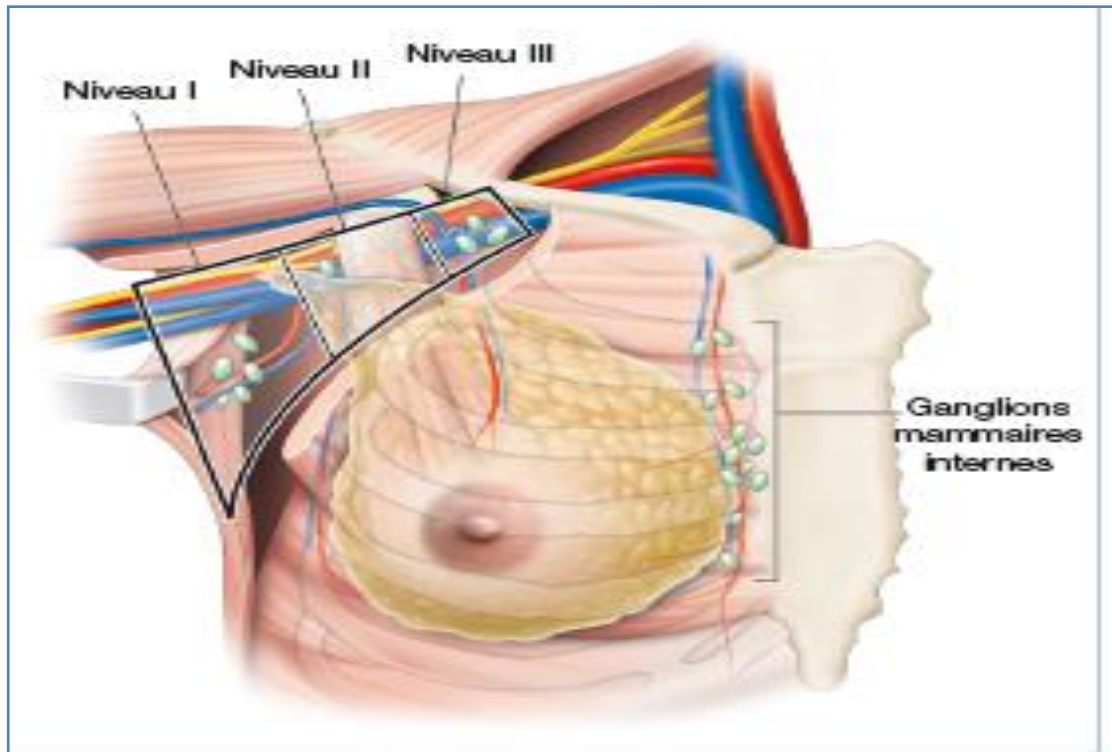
Les trois niveaux du curage mammaire externe (étages ganglionnaires de Berg) et les ganglions mammaires internes (chaîne parasternale).
